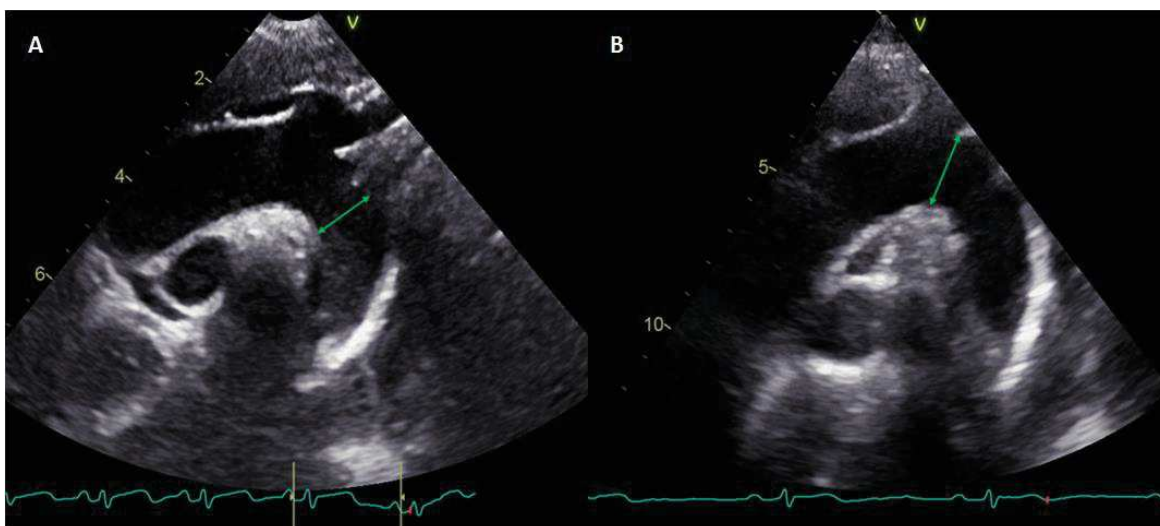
Obraz z badania echokardiograficznego, zmodyfikowana projekcja przymostkowa w osi długiej: A - wymiarowanie aorty wstępującej techniką średnicy wewnętrznej (*inner edge*) w środkowej fazie skurczu (*mid-systole*), B - wymiarowanie aorty wstępującej techniką przodującej krawędzi (*leading edge*) w końcowej fazie rozkurczu (*end-diastole*)
